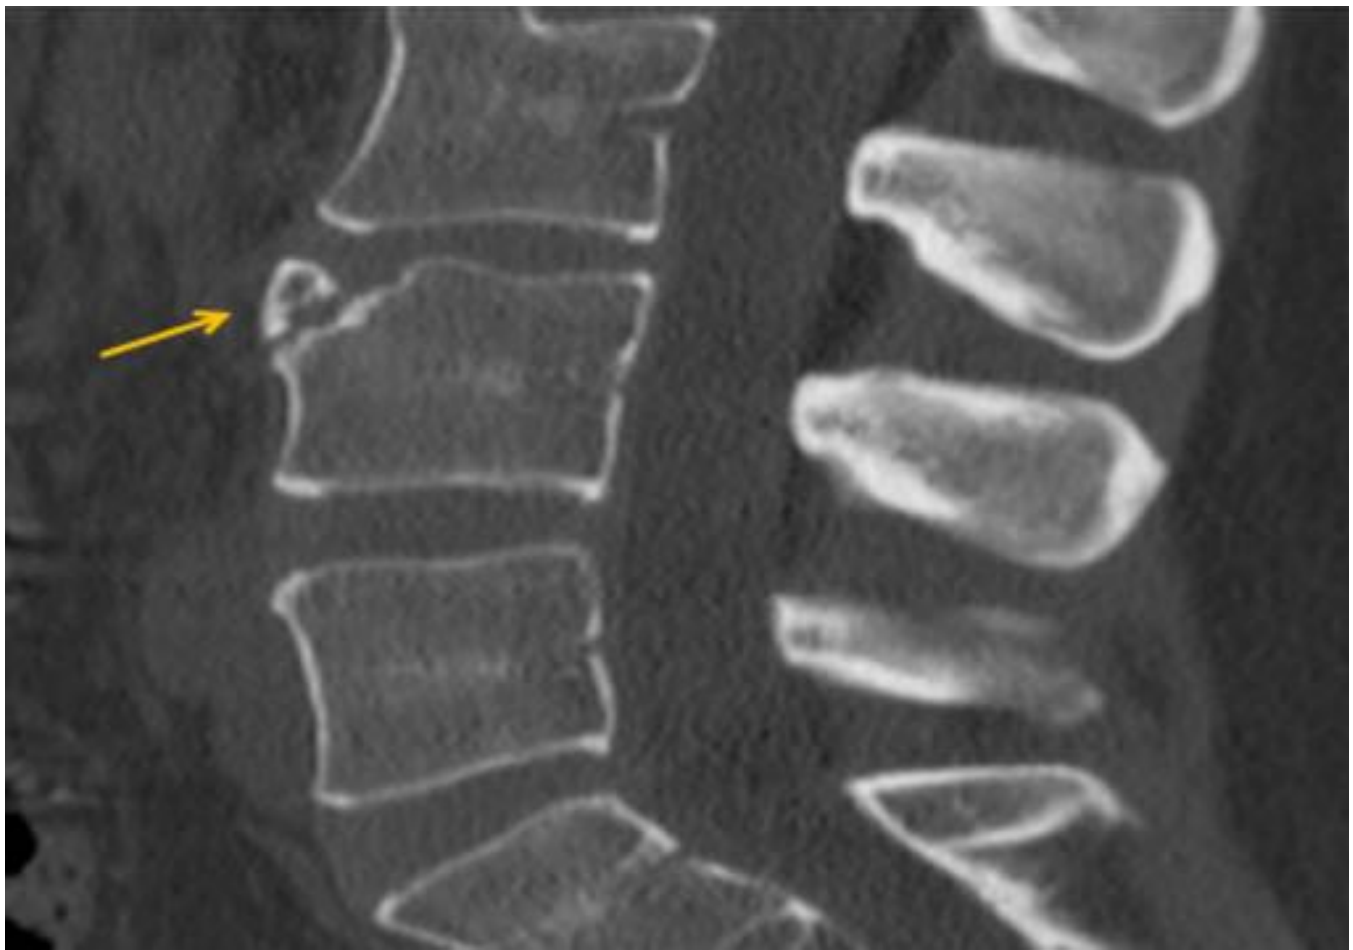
Error cognitivo en un paciente con traumatismo. La vértebra en limbo L4 (flecha) fue interpretada como fractura aguda en la reconstrucción sagital de TC. Las vértebras en limbo pueden cursar con lumbalgia crónica pero a diferencia de las fracturas vertebrales muestran un borde cortical esclerótico.
